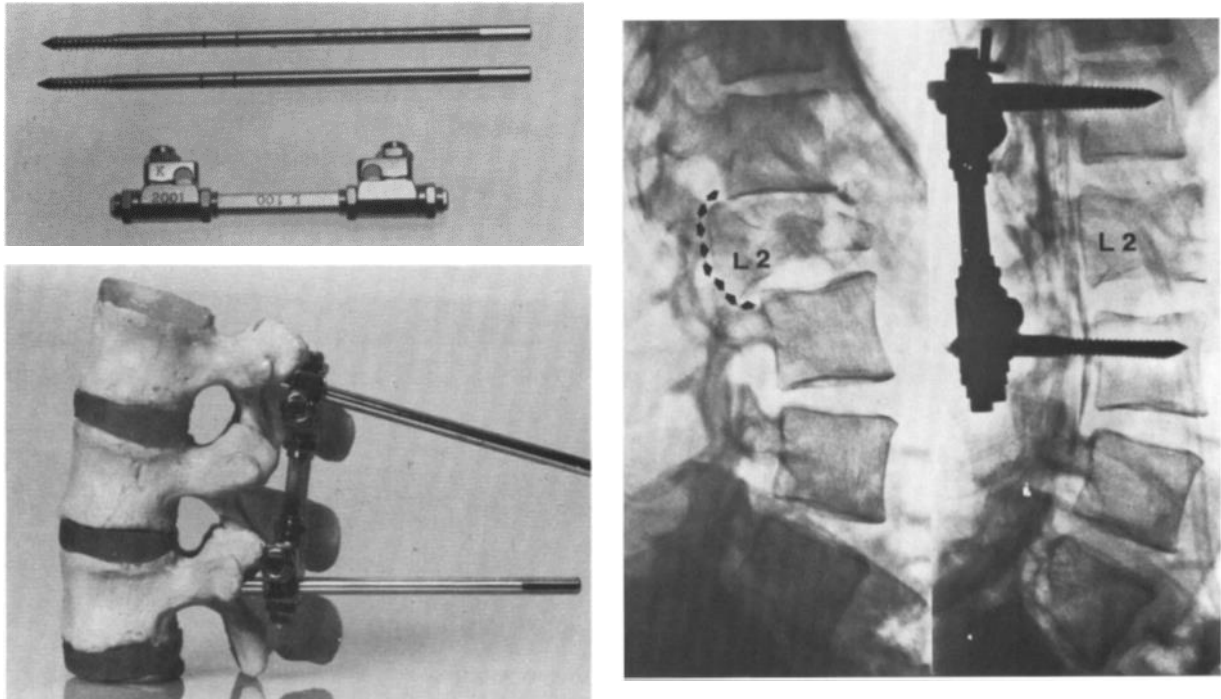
Aufbau und Prinzip des Fixateur interne (links) und prä- und postoperatives Röntgenbild einer Berstungsfraktur behandelt mit einem Fixateur interne nach Roy-Camille (rechts)¹⁰
